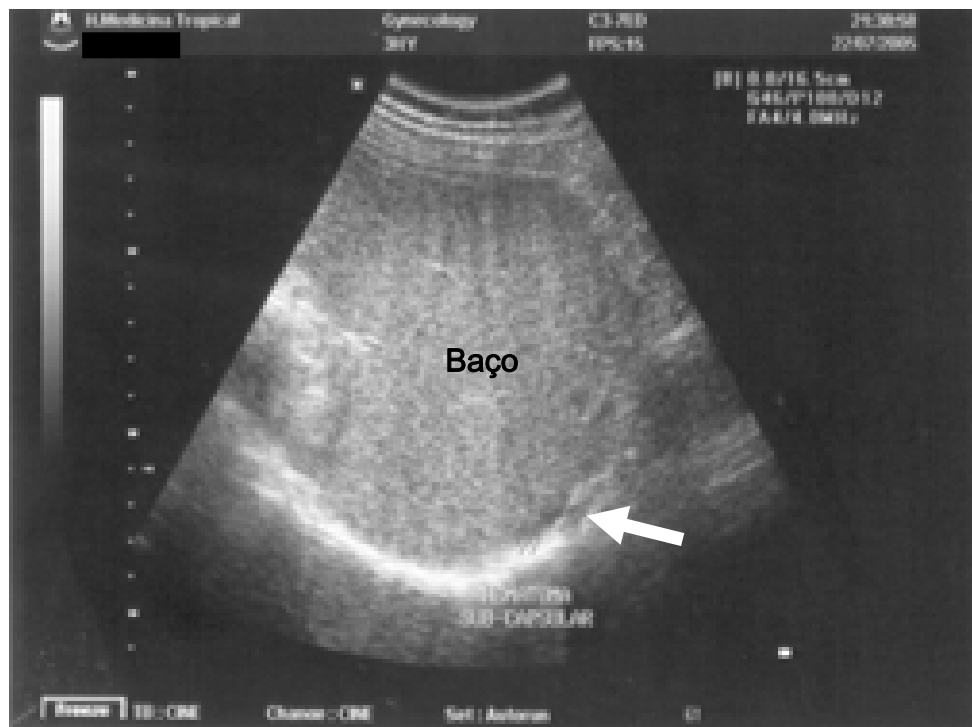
Ultra-sonografia de paciente hospitalizado com malária falciparum, petéquias e 32.000 plaquetas/ μ L, evidenciando a presença de pequeno hematoma subcapsular esplênico (seta)
